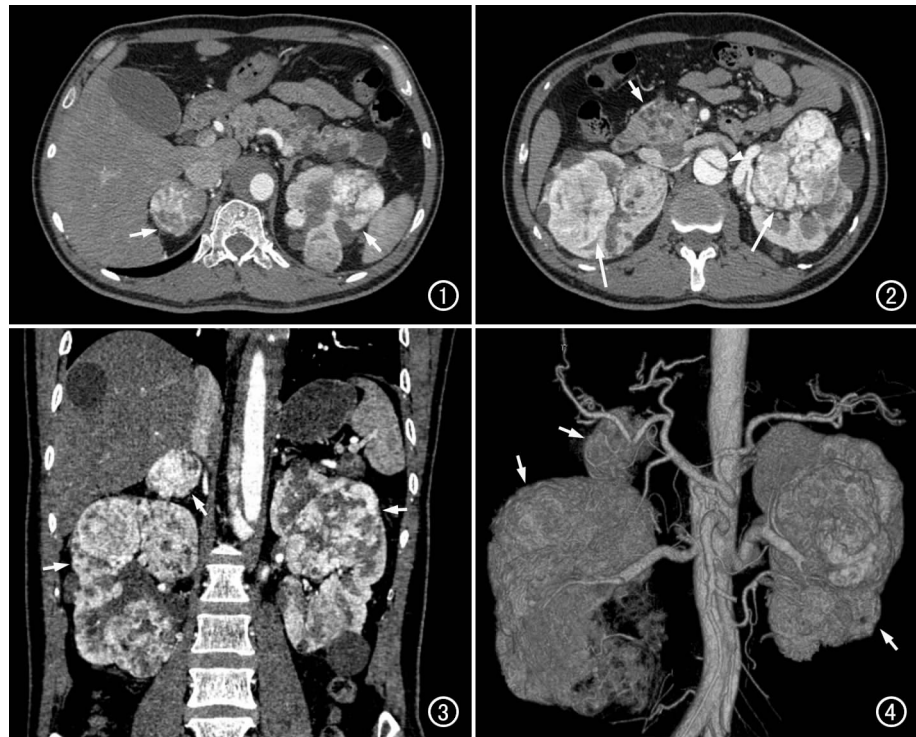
CT 横轴面扫描示右侧肾上腺及左肾肿瘤性病变(箭),左肾及胰腺多发囊肿。
